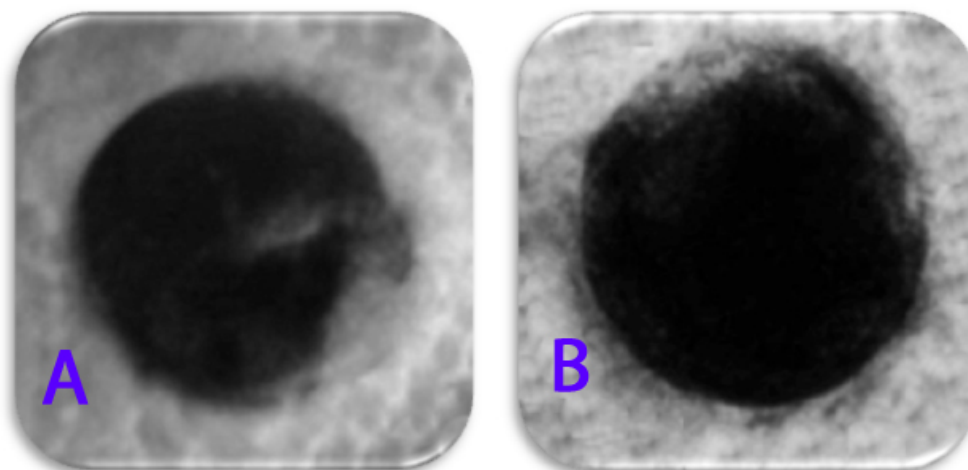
A-B: Radiografias do Grupo I. Período de 3 semanas (A) e 6 semanas (B).
